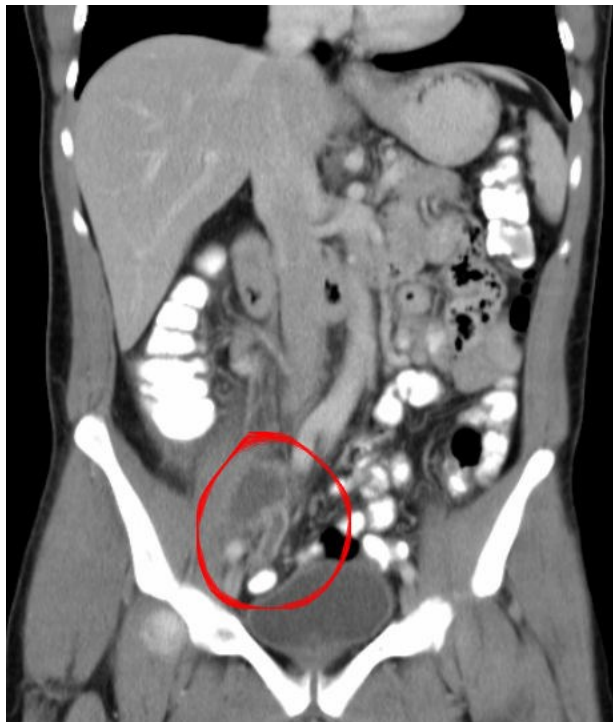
CT in Frontalebene
